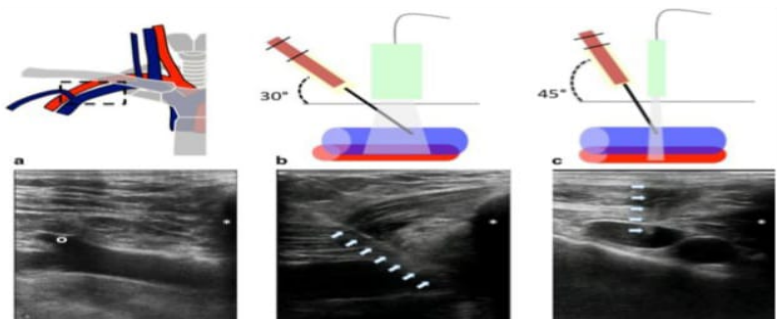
Técnicas de inserción de catéter venoso central guiado por ultrasonido: visualización en eje largo y corto.
